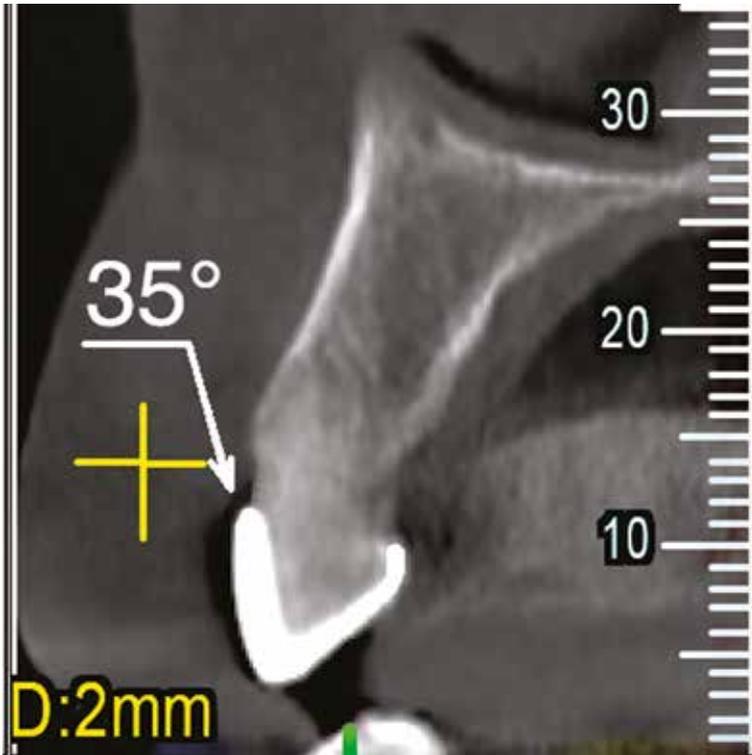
Sezione cross della CBCT che mostra il profilo di emergenza vestibolare della corona in disilicato dell'elemento dentale 23 di 35° a 10 anni di follow-up
